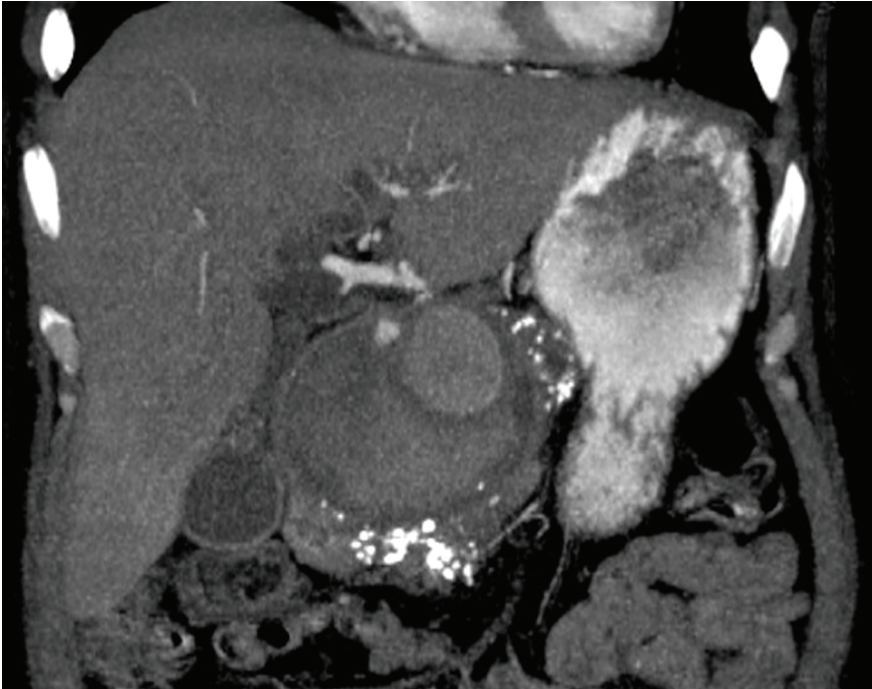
КТ в фронтальній проекції, кровотеча в псевдокісту ПЗ із гастродуоденальної артерії (1 — псевдокіста голівки ПЗ, 2 — зона екстравазації контрастної речовини в проекції гастродуоденальної артерії)
